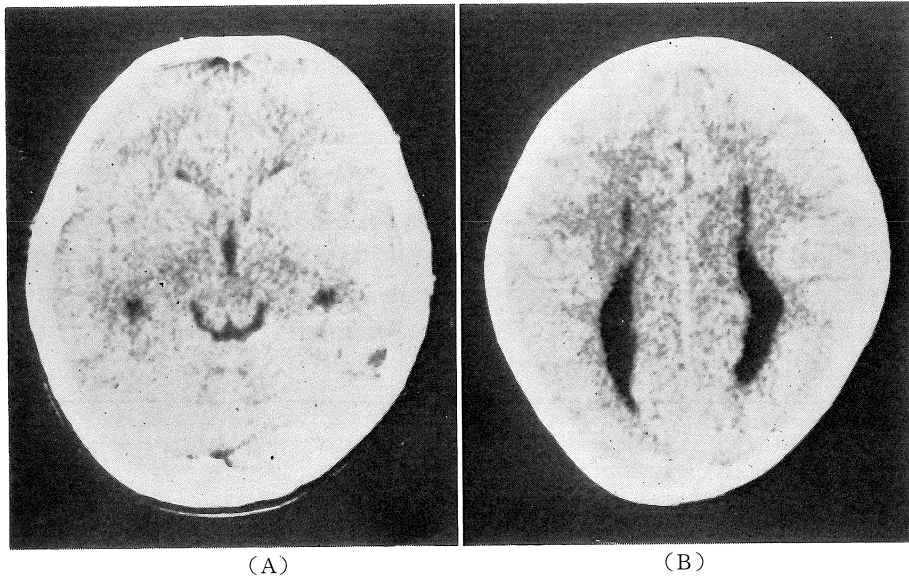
水平断CT像。側脳室三角部、前角および第三脳室の形態異常は見られない(図1A)が、側脳室体部間距離の増大と、選択的側脳室後角の拡大が見られる(図1B)。
